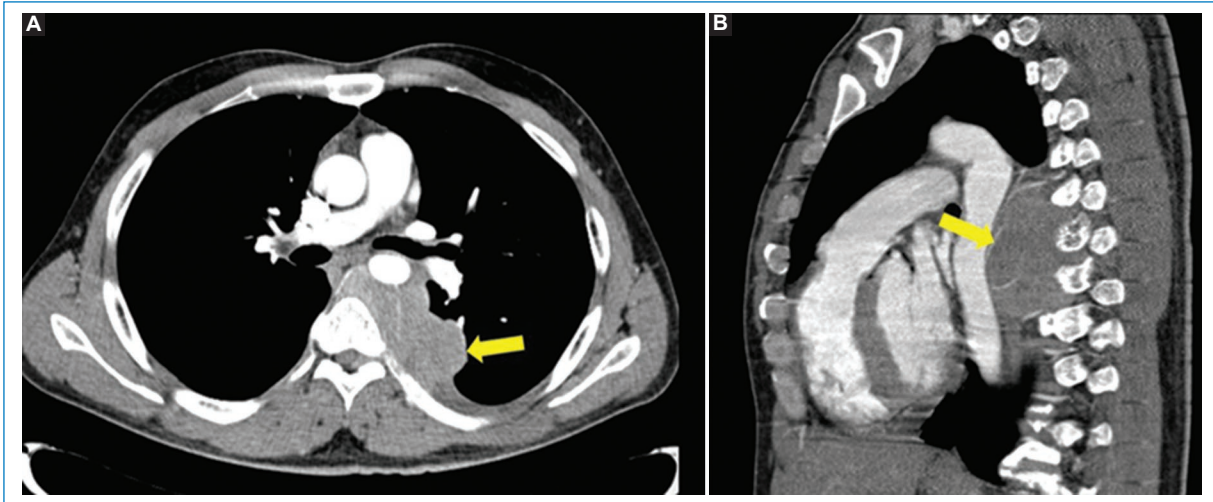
TC. A: plano axial. B: plano sagital. Con contraste yodado intravenoso en fase arterial. Se observa una voluminosa tumoración sólida en el tercio medio del mediastino posterior (flecha). Por su sector anterior contacta y desplaza hacia delante a la aorta torácica descendente. Engloba los vasos intercostales y desplaza anteriormente la vena pulmonar inferior izquierda. Contacta y desplaza el tercio medio del esófago. Contacta ampliamente con los cuerpos vertebrales, en los que no se identifican alteraciones, y con los arcos costales izquierdos, en los que se evidencia un mínimo adelgazamiento de la cortical, sin interrupción de esta. Por su sector posterior, la tumoración se introduce al canal raquídeo a través del quinto, sexto y séptimo neuroforámenes izquierdos.
